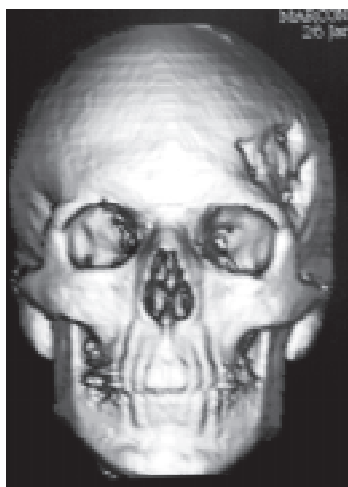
Tomografia computadorizada com reconstrução pré-operatória
